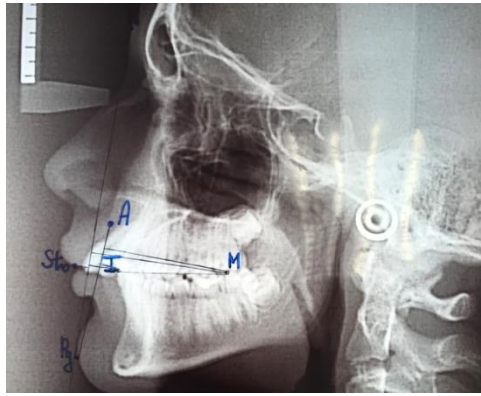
Определение значений линейных параметров телерентгенограмм головы в боковой проекции у пациентов 7–12 лет (M1) с дистальной окклюзией
